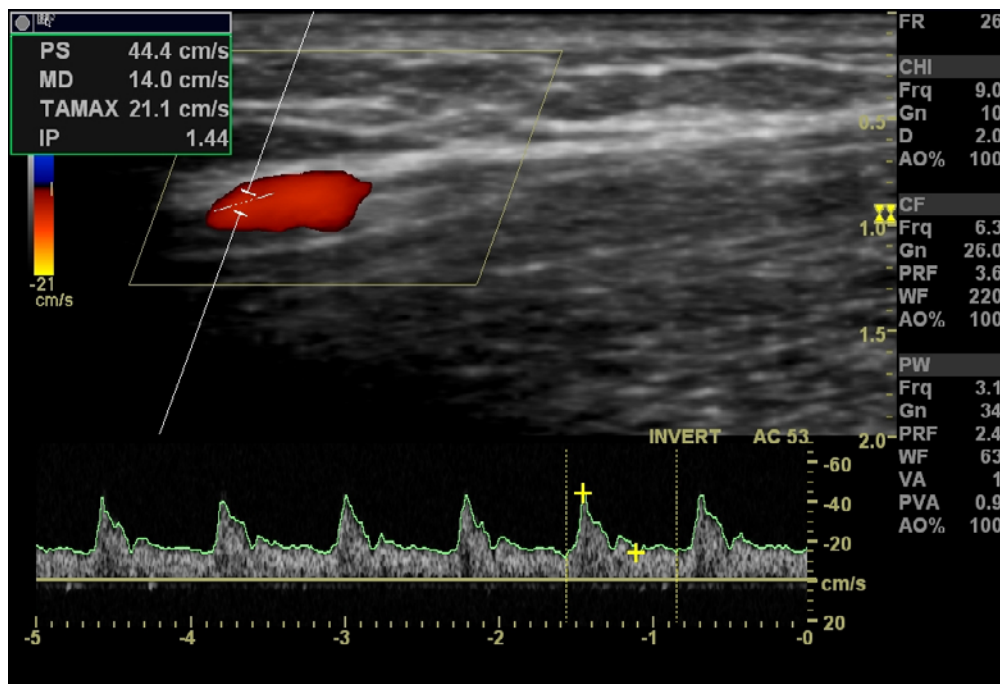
Doppler colorido e pulsado da artéria radial esquerda. Todas as artérias do membro superior esquerdo apresentavam este padrão
